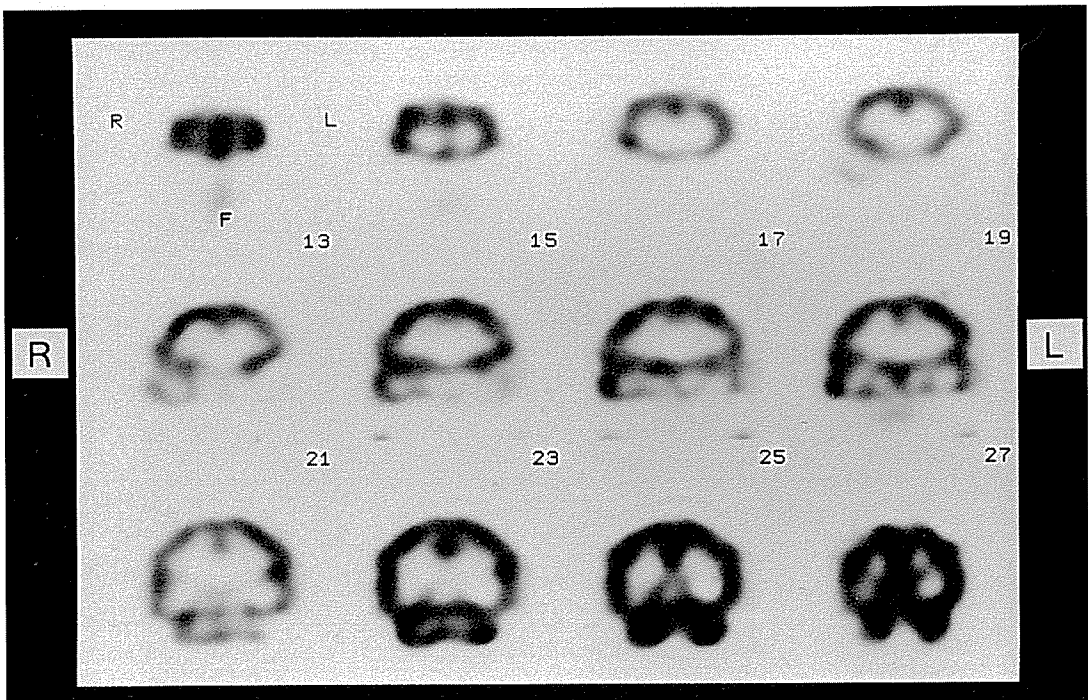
脳^{99m}Tc-HMPAO-SPECT (冠状断, 1996年11月12日) 左側頭葉の著明な血流低下を認める
